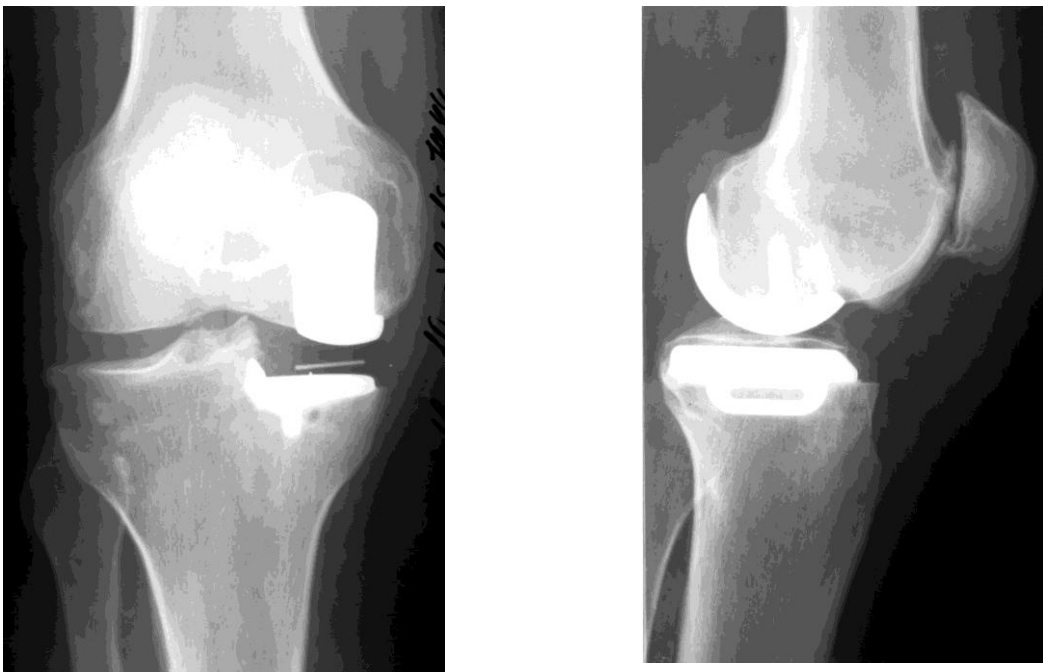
Рентгенограммы пациента К. после одномыщелкового эндопротезирования
